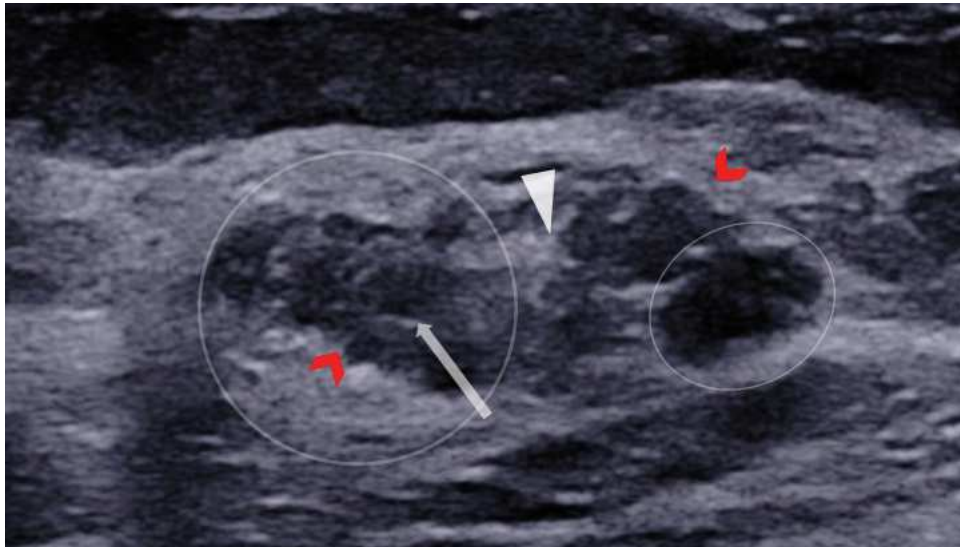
Échographie d'une tumeur phyllode borderline. Masse de forme simple ovale, de contours non circonscrits microlobulés (chevrons rouges), d'échostructure interne d'hétérogénéité élevée, avec des plages kystiques (flèche grise), des plages hyperéchogènes (tête de flèche blanche et on note à nouveau l'aspect nodulaire de la tumeur (cercles).
